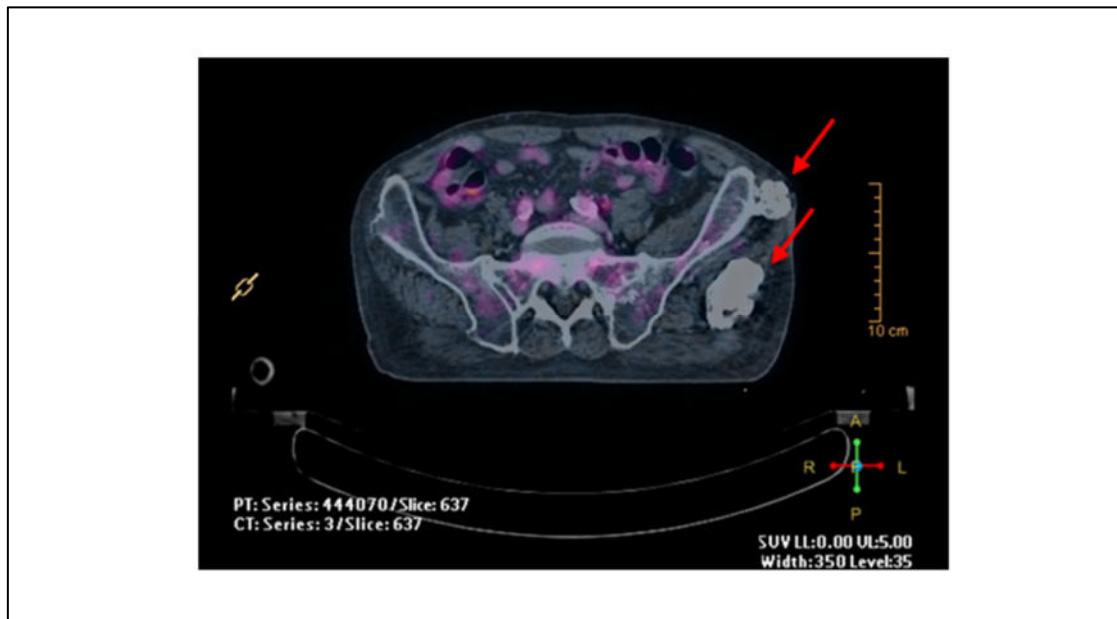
Osteocondromas múltiples en el paciente #4, portador de una variante patogénica en el gen *EXT1*. Imagen de PET/TC realizado en el contexto la planificación del tratamiento con RT en el que se aprecian varias lesiones óseas compatibles con osteocondromas (señalados con flechas rojas).
